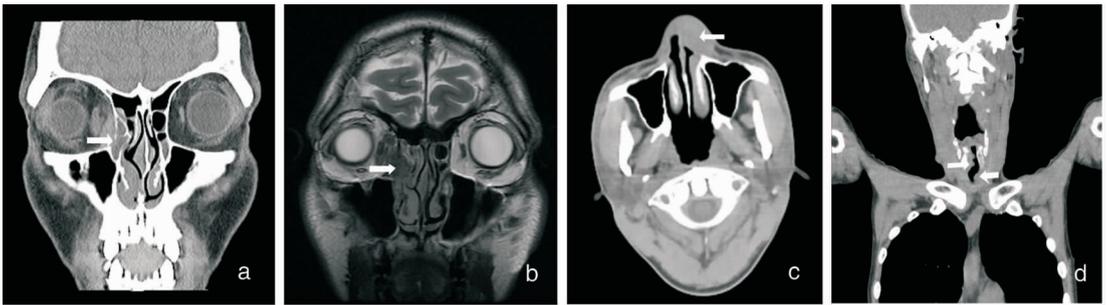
典型病例影像学表现 a:病例6鼻窦CT示右侧筛窦及眶内异常软组织密度影,密度欠均匀,边界不清,纸样板少许骨质破坏;b:病例6鼻窦MRI示右侧筛窦及眶内软组织肿块影,在T2加权像上呈略低信号;c:病例9鼻窦CT示右侧鼻前庭软组织密度影,边界欠清;d:病例4喉CT示声门区右侧明显增厚,局部见结节样突起,凸向喉腔;声门下腔左侧壁局部增厚
